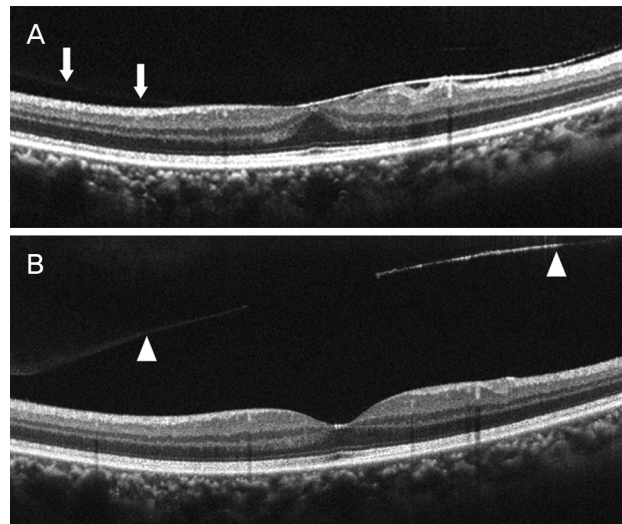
Optical coherence tomography images of macula with posterior vitreous adhesion (arrows) and epiretinal membrane (A), and posterior vitreous detachment (arrowheads) with spontaneous separated epiretinal membrane (B). The central macular thickness decreased from 337 μ m to 275 μ m.
